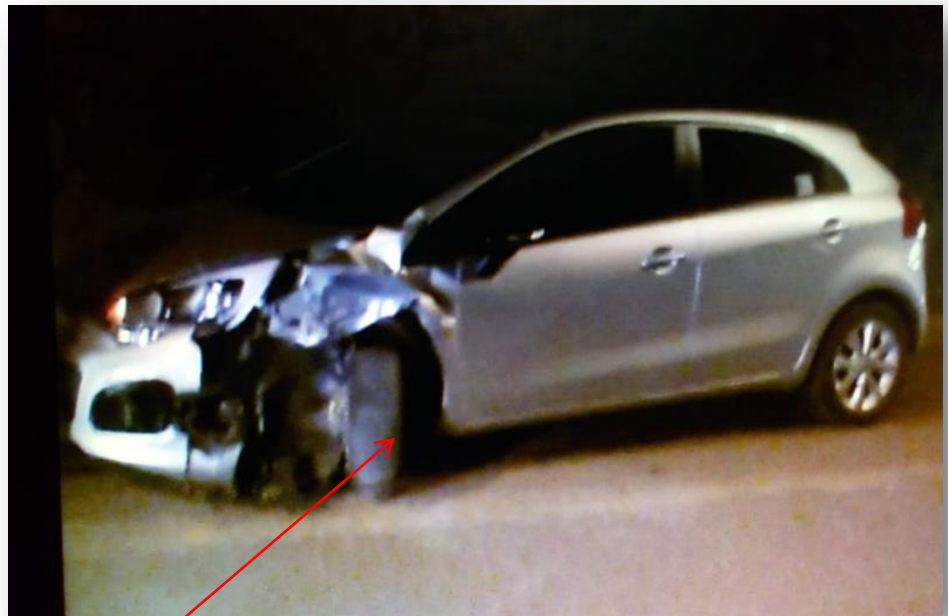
MUESTRA AL VEHÍCULO AUTOMÓVIL EN LA POSICIÓN FINAL, SE OBSERVA UN IMPACTO DE ADELANTE HACIA ATRÁS POSITIVO POR RASPADO EN EL TERCIO ANTERIOR LATERAL IZQUIERDO. EL BRAZO DE LA DIRECCIÓN SE OBSERVA ROTO, DEJANDO LA RUEDA CON MEMORIA EN DIRECCIÓN VERTICAL CON RESPECTO AL EJE LONGITUDINAL DEL AUTOMÓVIL. ESTA CLASE DE DEFORMACIONES OCURRE CUANDO LOS VEHÍCULOS TRANSITAN EN SENTIDO CONTRARIO Y SE ENGANCHAN QUEDANDO COMO LO NUESTRA LA FOTOGRAFÍA. EL PUNTO DE MÁXIMO ENGANCHE OCURRIÓ EN LA RUEDA DELANTERA IZQUIERDA.
